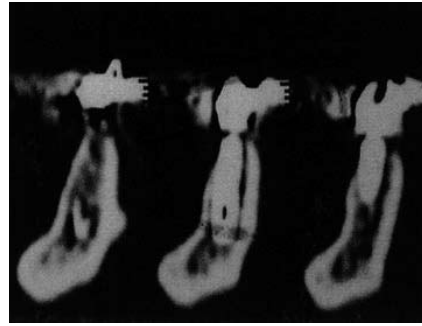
Tomografia Axial Computadorizada
